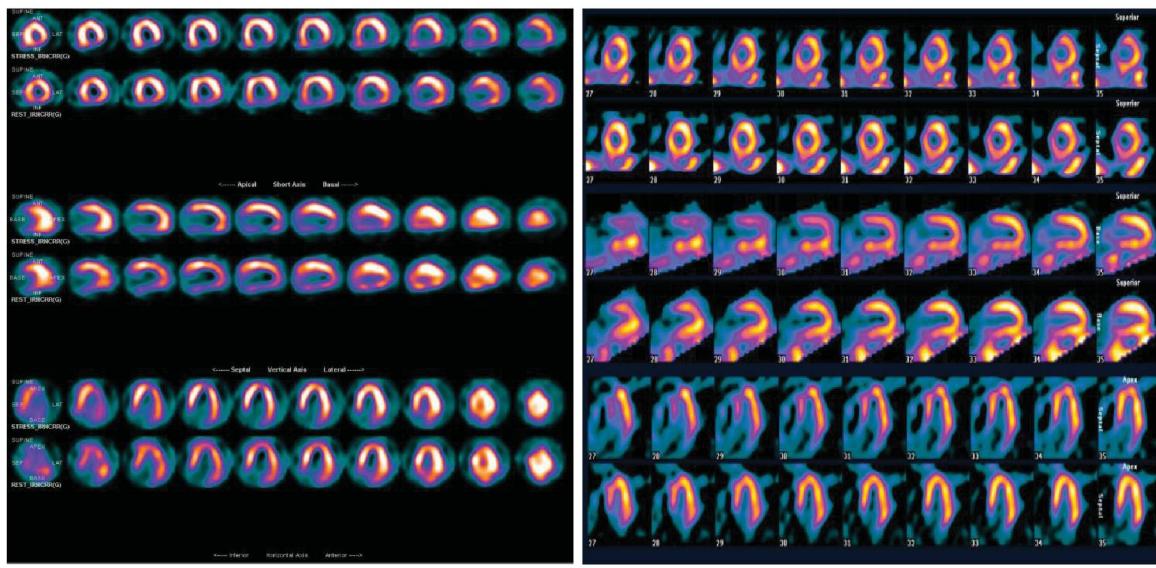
EXAMPLES OF SPECT-MPI.
